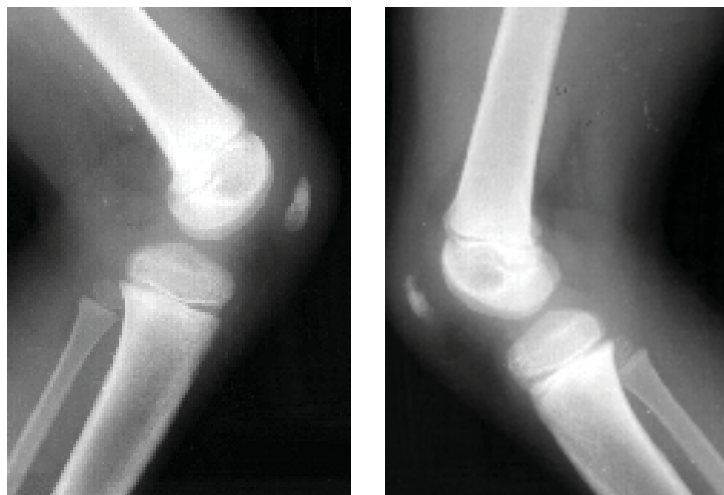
Radiografie LL genunchi. Aspect normal. Nucleu de creștere al patelei fragmentat. Conturul nucleului de creștere al condilului femural intern neregulat.
